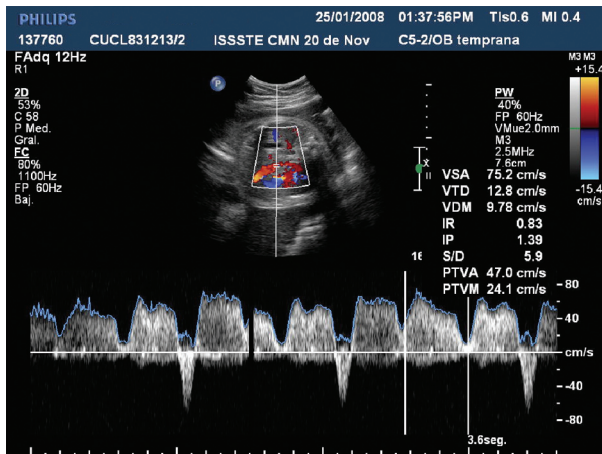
Espectro doppler que hace evidente un jet de insuficiencia a través de la válvula mitral y aplanamiento de las ondas E y A.
